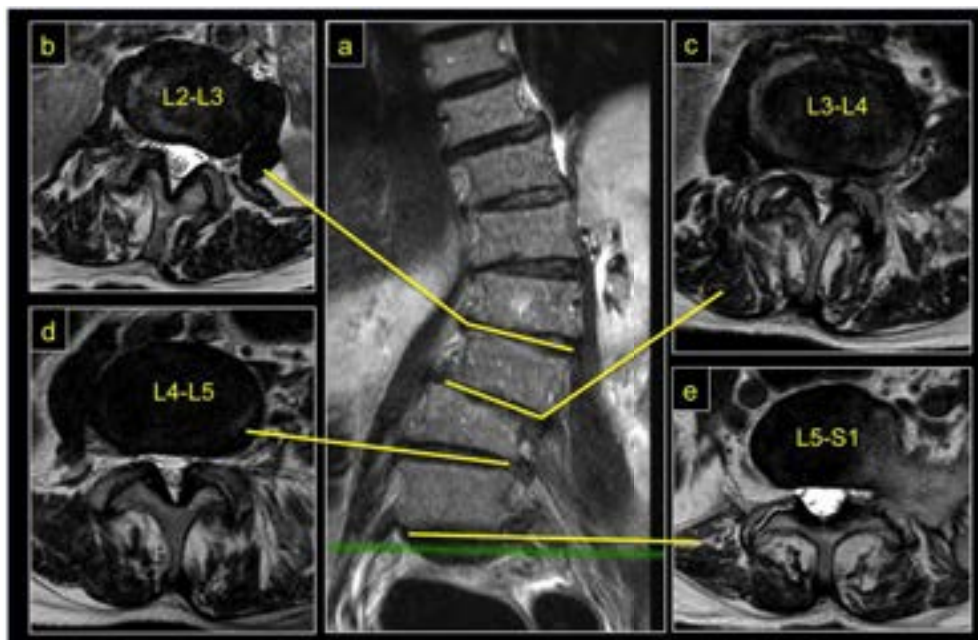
RM Escoliosis del adulto
